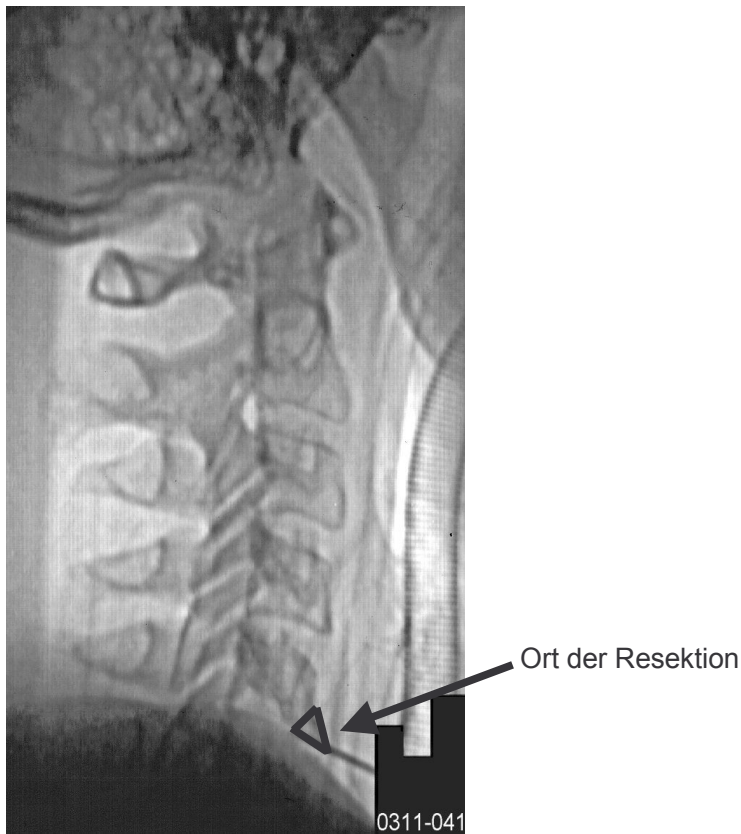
Laterale Röntgendurchleuchtungsaufnahme der Halswirbelsäule mit Darstellung des Ortes der Resektion der vorderen Randleisten
